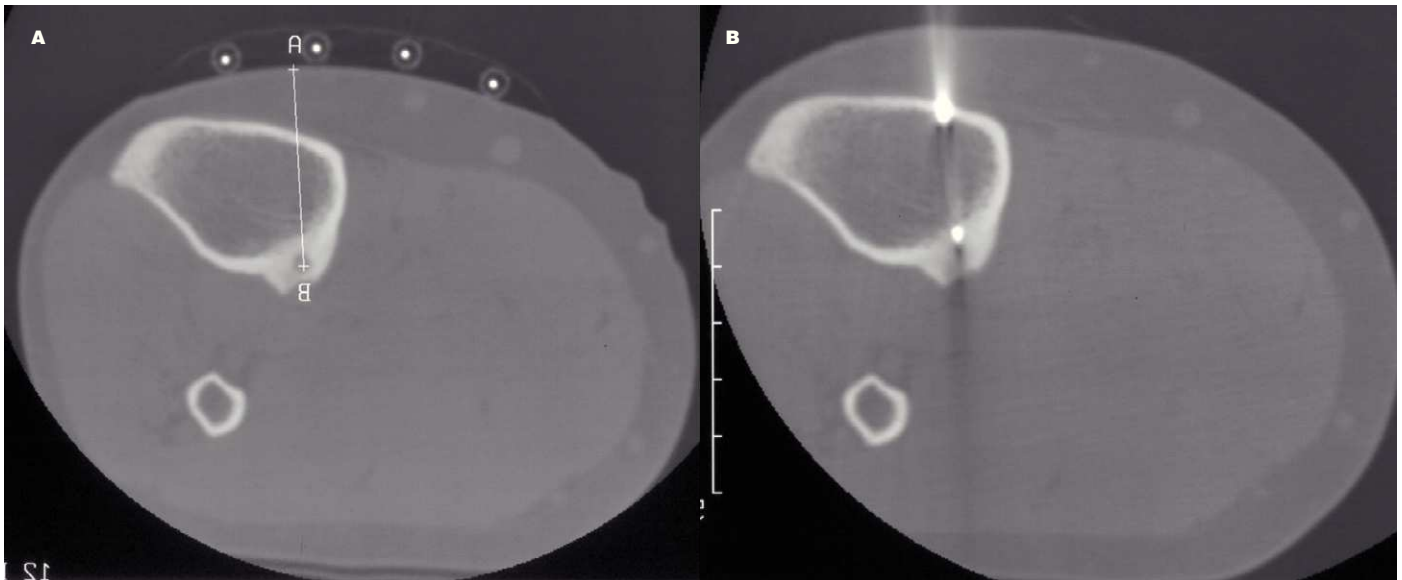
A). Tomografía computarizada que demuestra la presencia de un osteoma osteoide en la cara posterior de la tibia izquierda. Medición de la profundidad previa a la toma de biopsia e inserción del catéter de ablación. B) Electrodo de radiofrecuencia con punta situada en el nidus del osteoma osteoide
